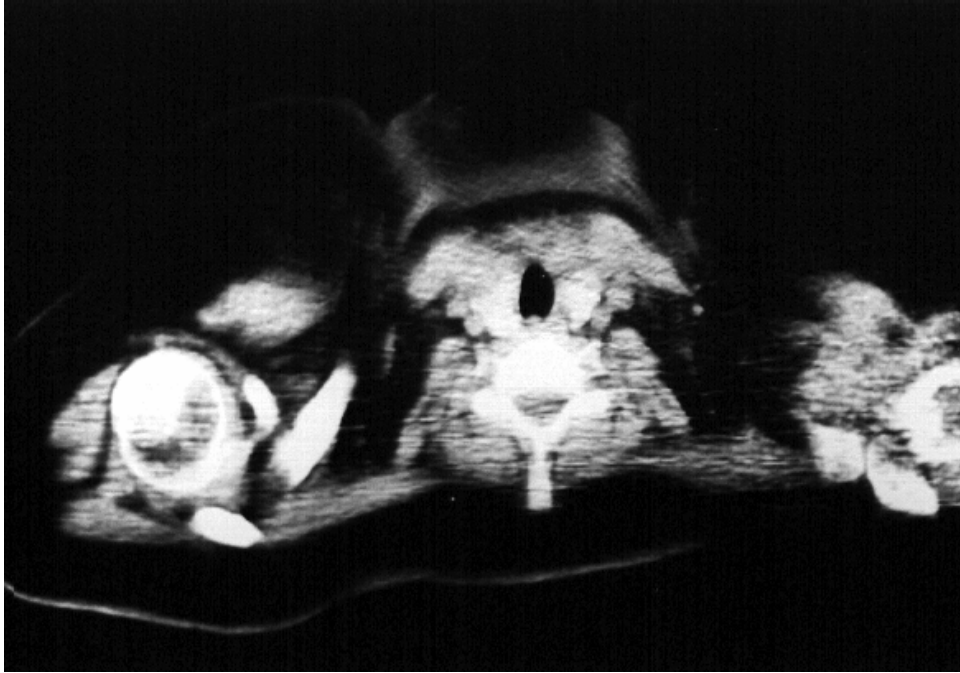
Corte de TAC a nivel de C7, correspondiente a una paciente con linfoma de células grandes B primario del mediastino, se aprecia una masa en mediastino anterior (lugar teórico del timo) que infiltra ampliamente la pared torácica y tejidos blandos, abriéndose a superficie cutánea.
